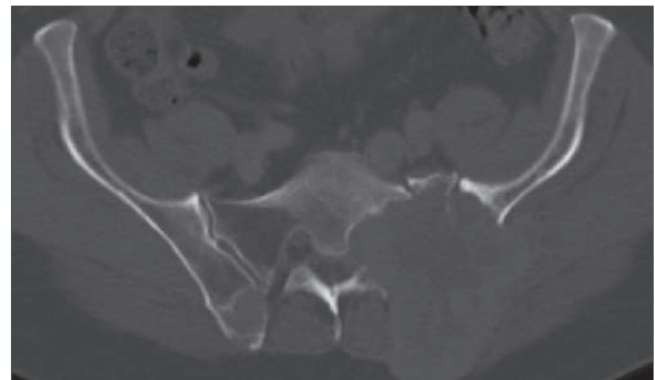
En la tomografía computarizada axial de la pelvis de un varón de 47 años con cáncer de tiroides metastático se aprecia una gran lesión destructiva en la región sacroilíaca izquierda.
